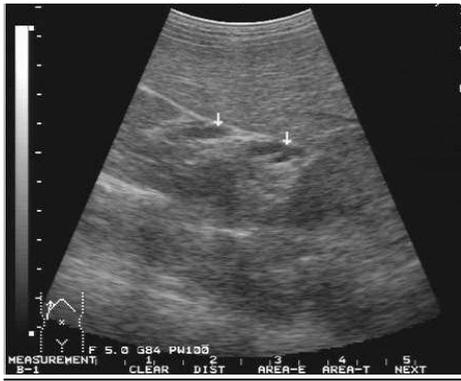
УЗИ Удвоение правой почки
